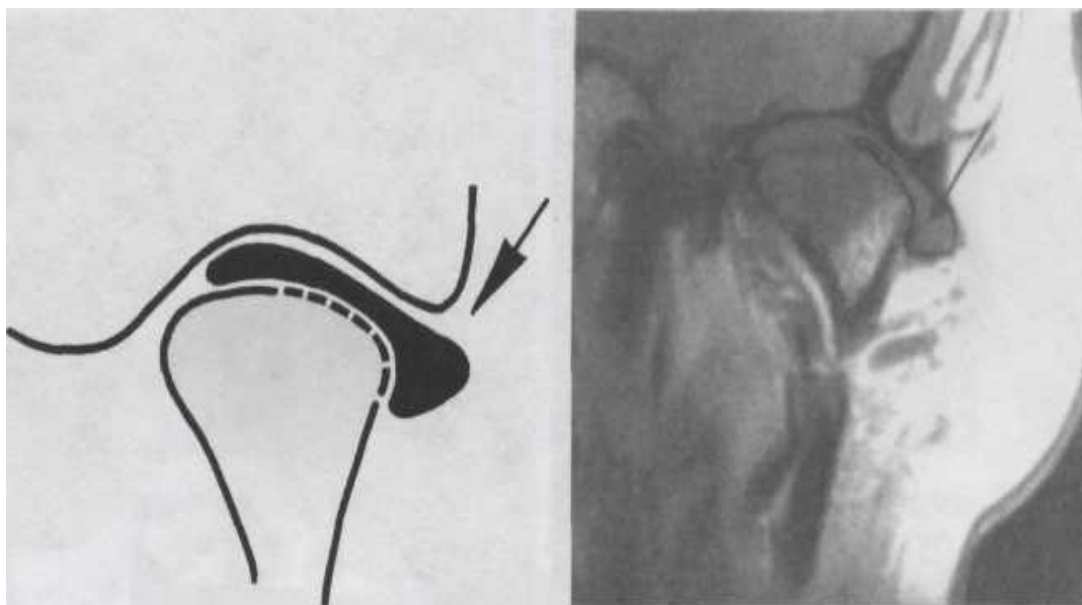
МРТ ВНЧС при латеральной дислокации диска в положении привычной окклюзии (в косокорональной проекции). Головка уплощена и ремоделирована, кортикальный слой в латеральных отделах головки не прослеживается. Стрелкой обозначен смещенный латеральный фрагмент диска.
